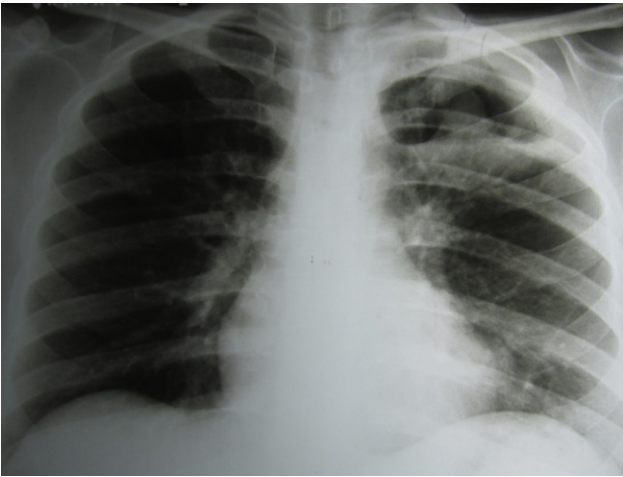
Radiografía de tórax de frente. Se observa una cavidad en el vértice del pulmón izquierdo con una masa sólida en su interior.
